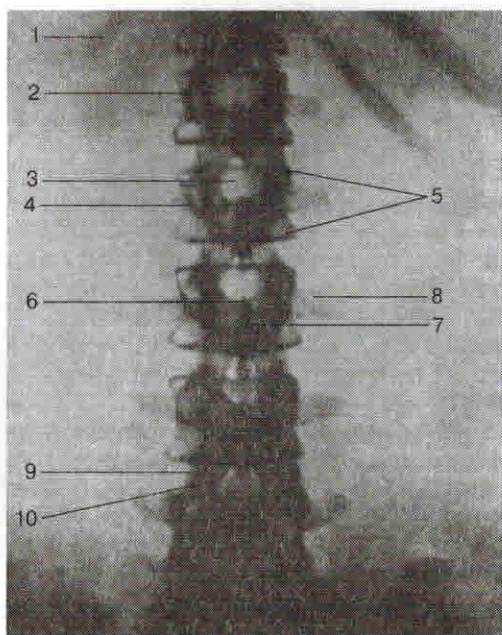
Рентгенограмма поясничного отдела позвоночного столба, задняя проекция.
